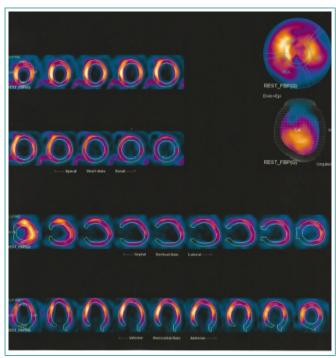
SPECT de perfusión miocárdica del paciente en el que se puede observar necrosis transmural inferior y lateral (anterolateral basal) sin criterios gammagráficos de viabilidad
